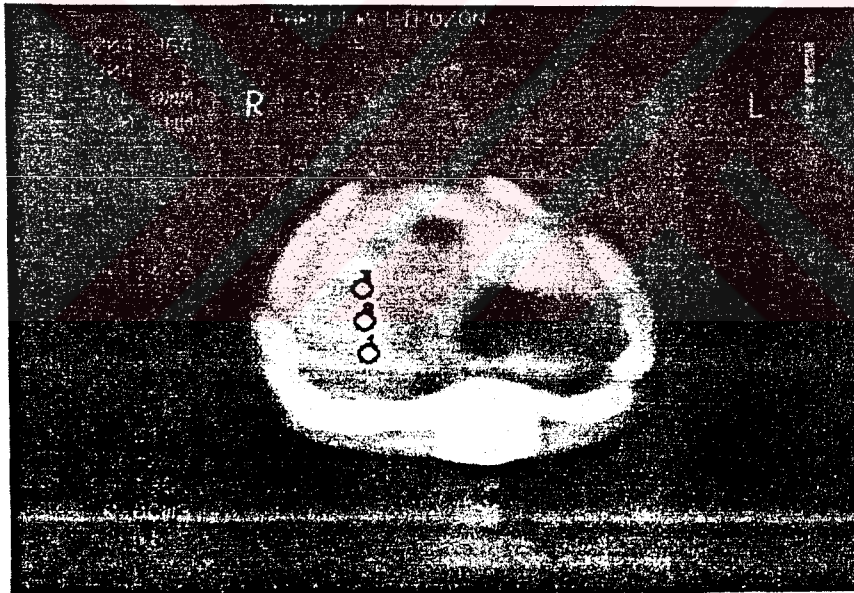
Ultravist Enjeksiyonundan Önce Böbrek CT Görüntüsü
